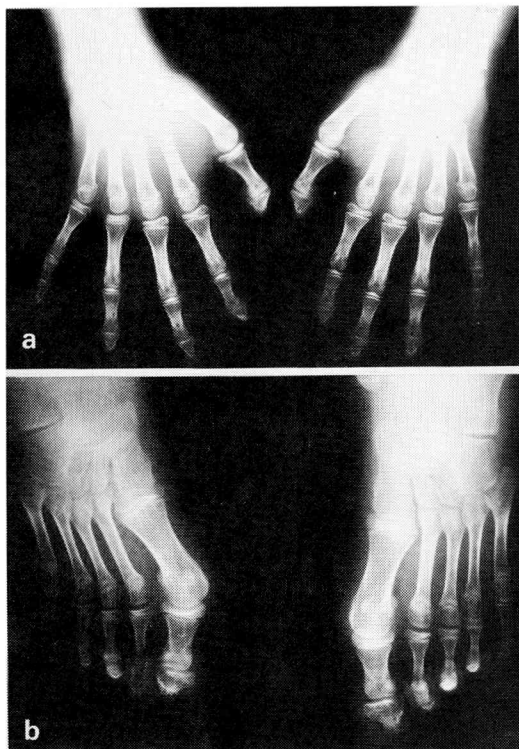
a : 手のX線写真: 拇指の幅広い末節骨がみられる
